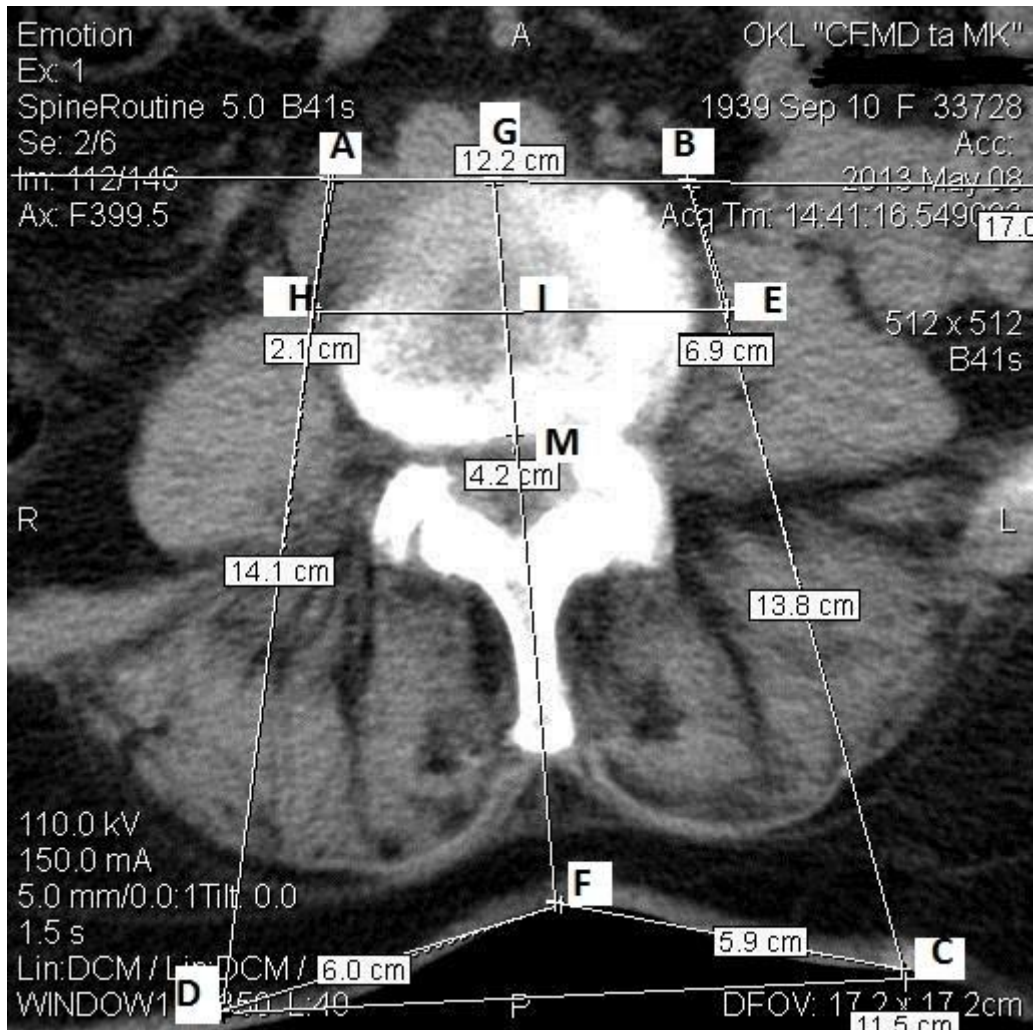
Приклад розрахунків на томограмі.
